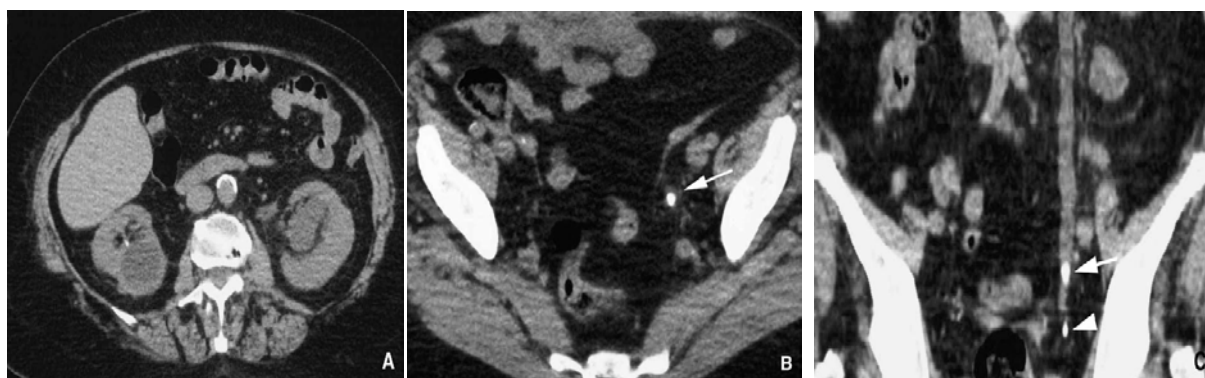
TDM hélicoïdale sans injection de produit de contraste.
